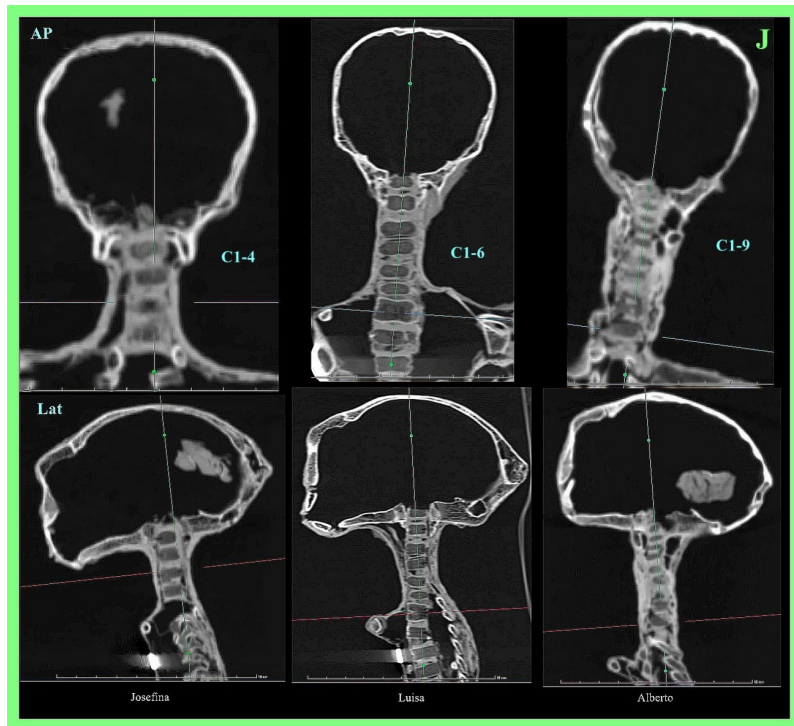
TC 2D coronal (superior) y sagital (inferior) de las columnas cervicales de 'Josefina' (imágenes izquierdas), 'Luisa' (imágenes centrales) y 'Alberto' (imágenes derechas), que muestra longitud variable del cuello, número variable de vértebras cervicales, distancias variables entre vértebras, ausencia de elementos espinales posteriores y ausencia de configuración atlas/odontoides/axis en el foramen magno.
